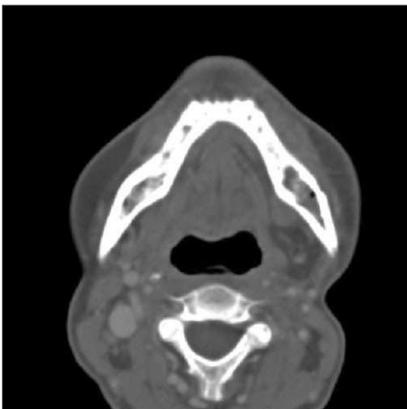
Preoperative CT showing focal bony defect with peripheral soft tissue enhancement on left mandible of case 2.
